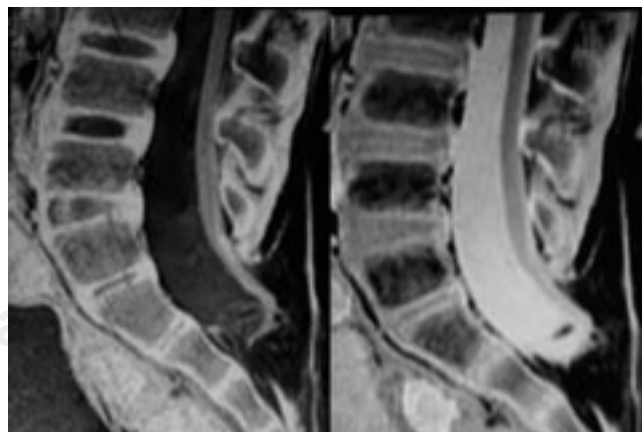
Imágenes de resonancia magnética en la cual se observa que el filum terminal se ancla a nivel de S3.
